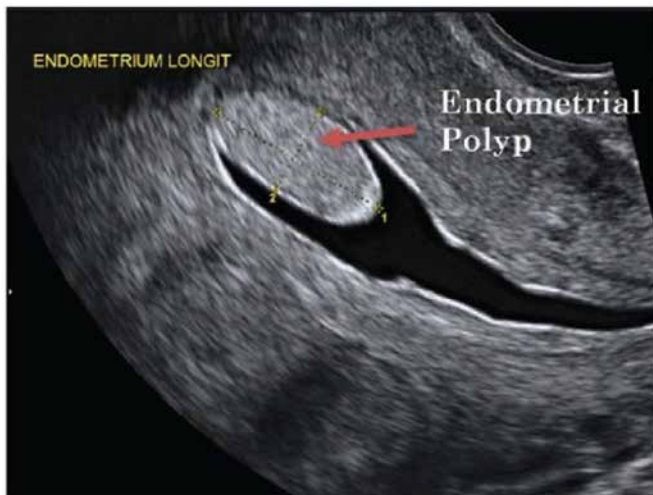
Ultrassonografia transvaginal: pólipo endometrial isoecogênico. Distensão da cavidade uterina produzida após a infusão de solução salina.¹
